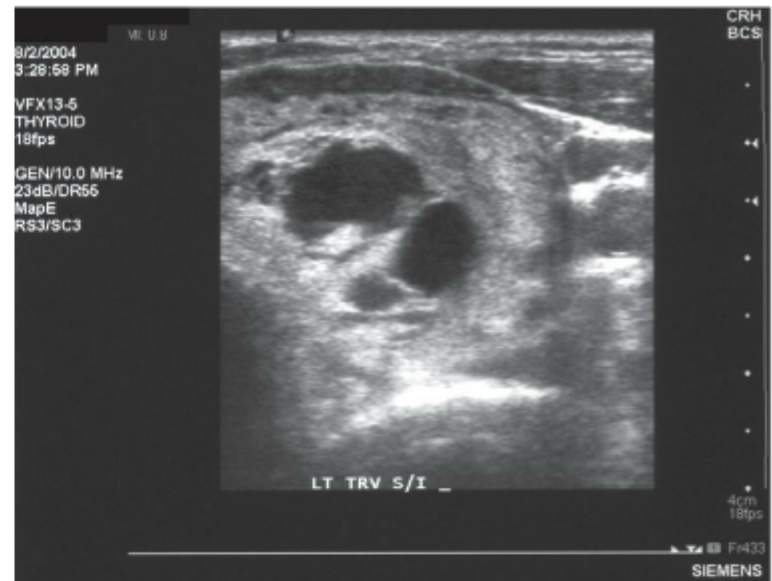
Ultrassonografia pré-operatória demonstrando um nódulo tireóideo grande à esquerda com componentes sólidos e císticos. Essa lesão era um nódulo colóide e foi tratada com lobectomia.
